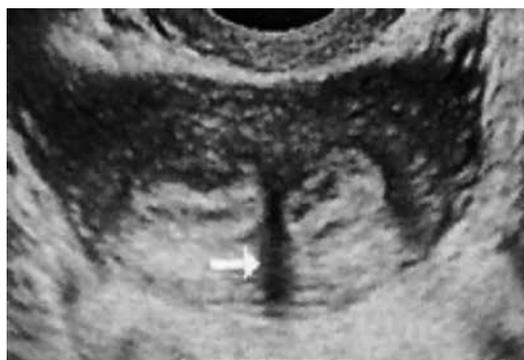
USG transvaginal.
